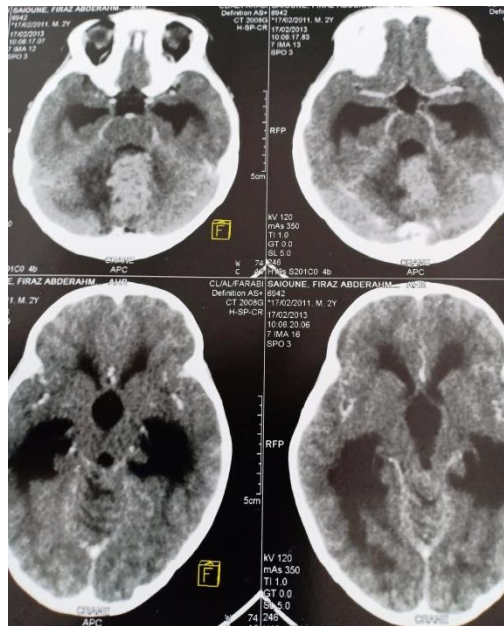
TDM cérébrale coupe axiale avec injection de PC d'un médulloblastome, objectivant une lésion vermiénne qui s'étend au niveau du V4 qui se rehausse de façon homogène après injection de PC, associé à une dilatation tri ventriculaire active
